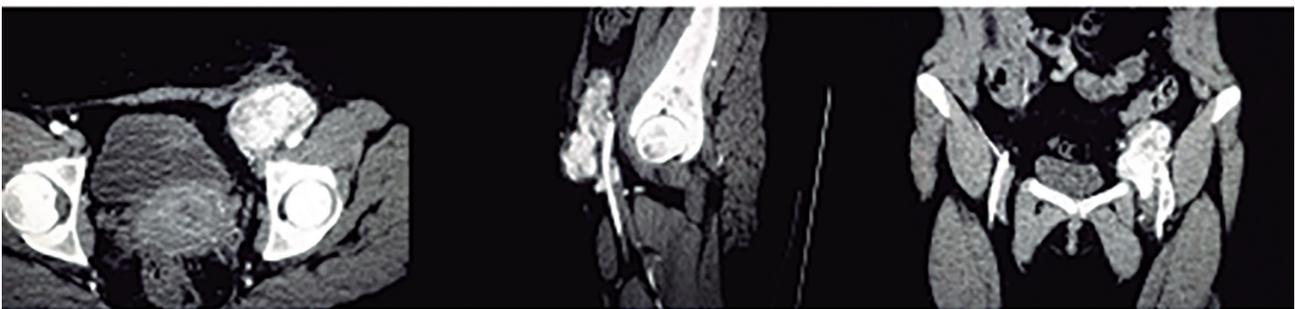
Angio TAC coronal/sagital/axial que muestra angiogranuloma por encima de la bifurcación de la arteria femoral común delante de paquete neurovascular femoral que comprime la vena femoral.
